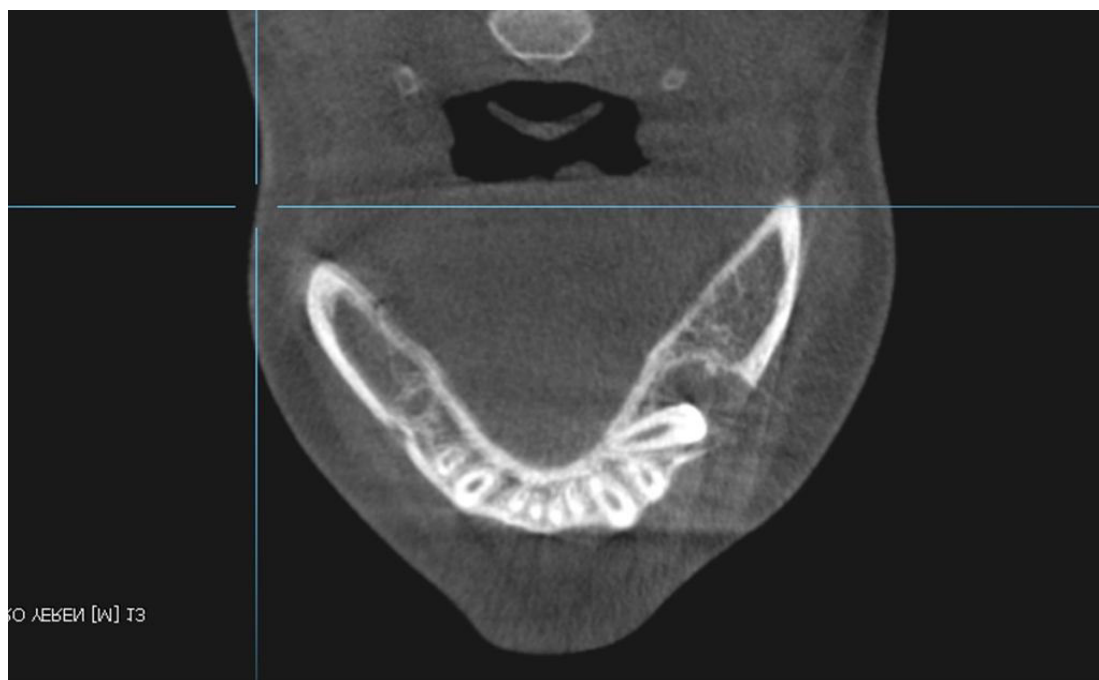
Tomografía Cone Bean inicial en un corte oclusal se observa la dirección de la pieza impactada.
